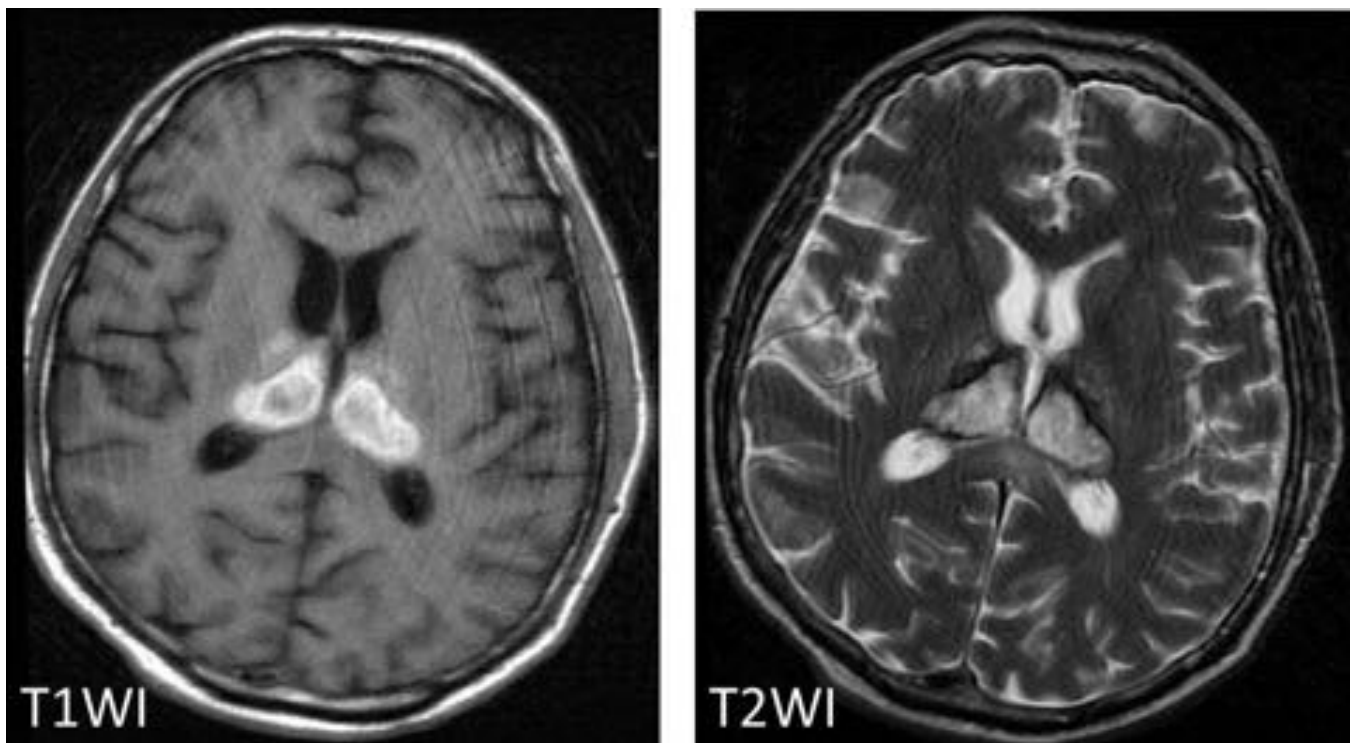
TC y RM de un paciente varón de 37 años con encefalitis herpética en fase aguda. Edema citotóxico en los ganglios de la base, que se traduce en hipodensidad en TC, hipointensidad en T1WI e hiperintensidad en T2WI. Restringe la difusión en DWI (fase aguda). En los tálamos se adivina una hiperseñal en T1 e hiposeñal en T2 sugestiva de hemorragia es estadio subagudo precoz. Servicio de Radiodiagnóstico, Hospital Clínico Universitario Virgen de la Arrixaca, Murcia.
